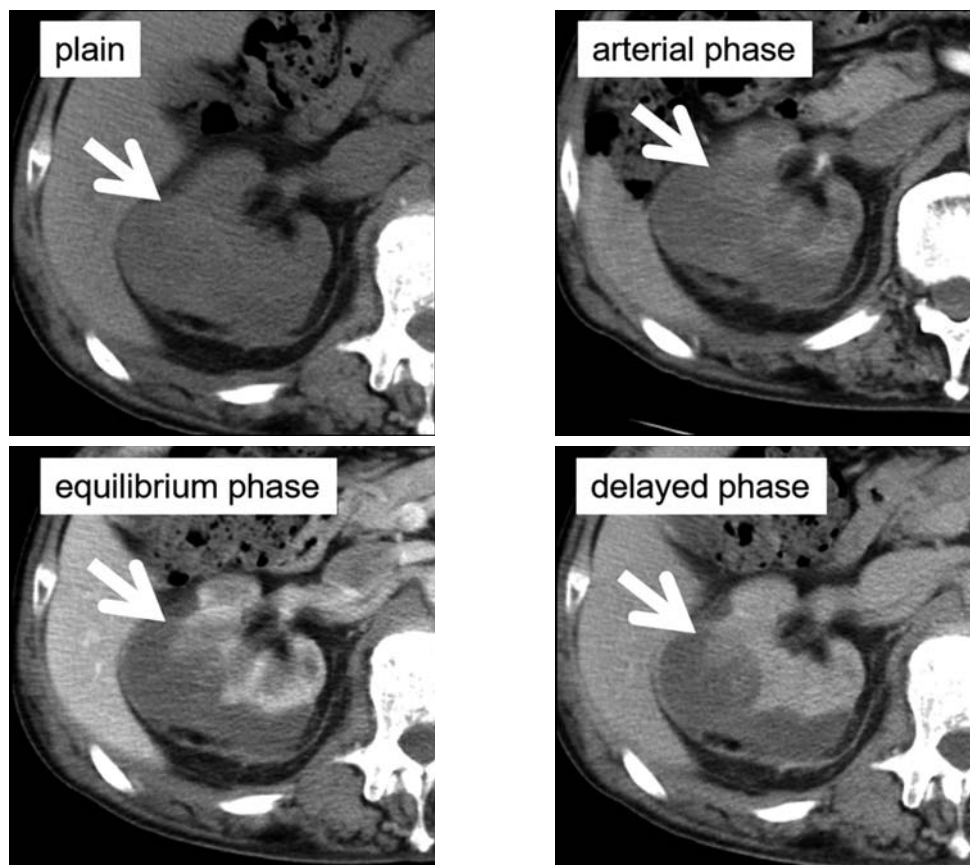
Dynamic enhanced CT shows the tumor is slightly enhanced (arrows).
